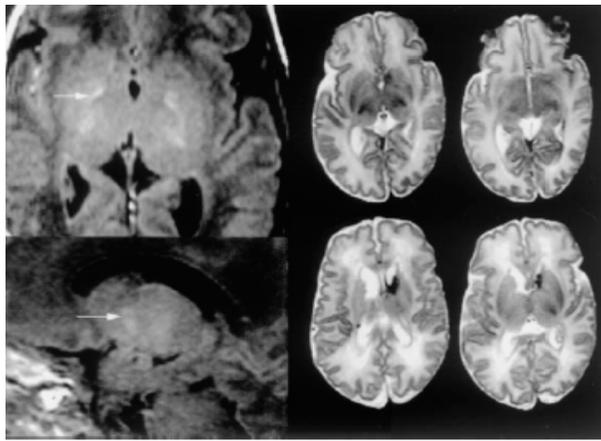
Ressonância magnética com 38 semanas de idade gestacional pós-concepção, evidenciando sinal de alta intensidade anormal no globo pálido (setas) em T1, mas não observado em T2 (Govaert et al)
